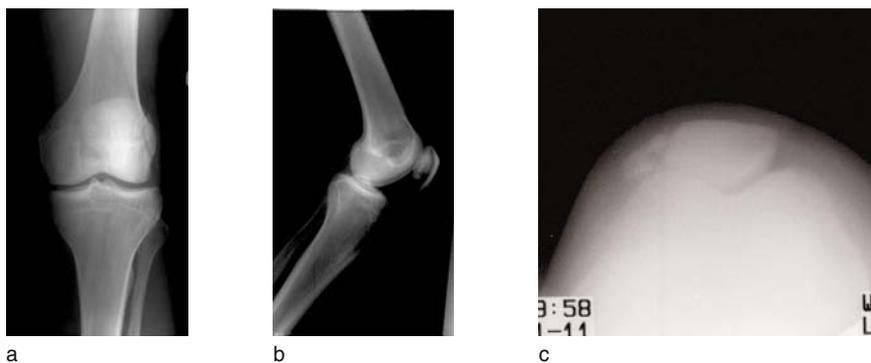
Fracture comminutive marginale latérale de la patella - Radiographies.
